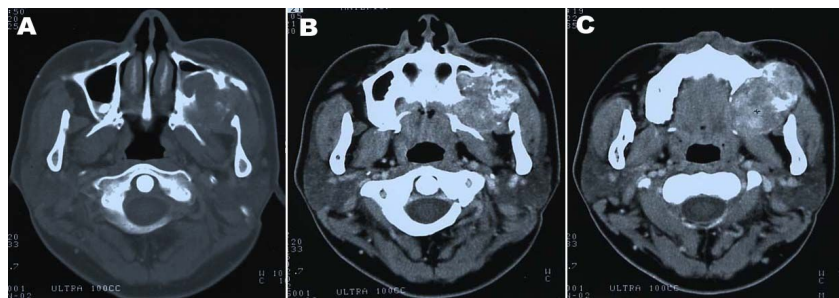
Preoperative axial CT scan of PNST
